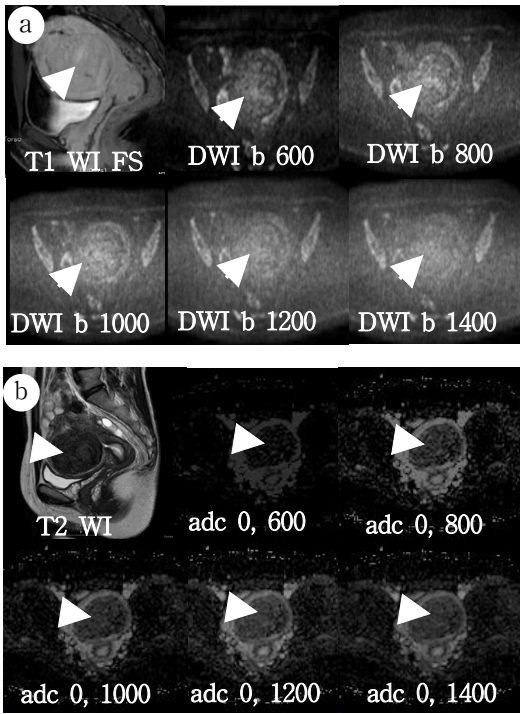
a, b: A 43-year-old woman with myoma. a: Post T1 weighted image fat saturation, axial diffusion-weighted MR images with b values of 600, 800, 1000, 1200, and 1400s/mm² show a hyperintense myoma which is more clearly visible on b 800s/mm² than that other b values (arrow head). b: T2 weighted image, examples of ADC measurements on axial ADC maps of the diffusion-weighted MRI at the same level as in figure 2a(arrow heads).
